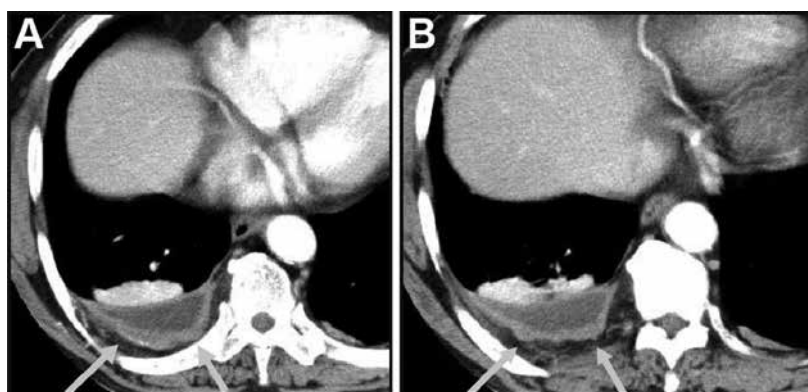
Changes in the CT scan features of a patient in the BAPE group (male, 70 years) with a 21-year history of asbestos exposure. (A) Axial CT scan at diagnosis, showing high-level irregular pleural thickening (arrows). (B) Axial CT scan after five years of follow-up; a similar level irregular pleural thickening persists.
